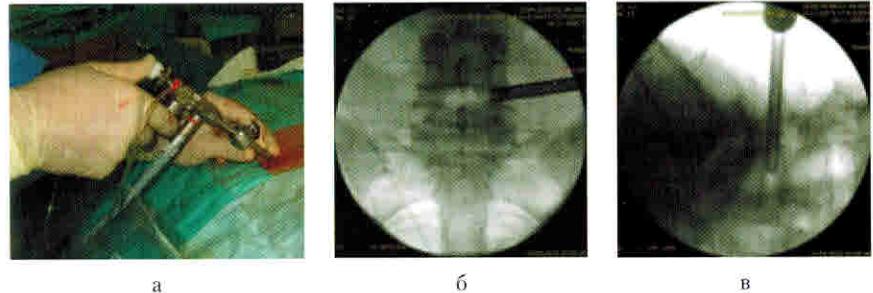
Этап установки рабочей канюли: а) интраоперационное фото; б) интраоперационная рентгенограмма, прямая проекция; в) интраоперационная рентгенограмма, боковая проекция.
